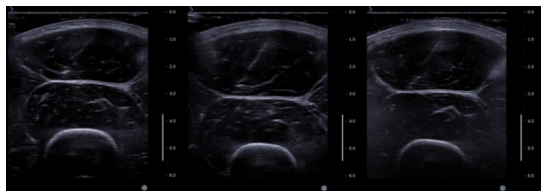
トレーニング前(左), トレーニング後(中), 脱トレーニング後(右)に測定した大腿前面の超音波画像の一例
